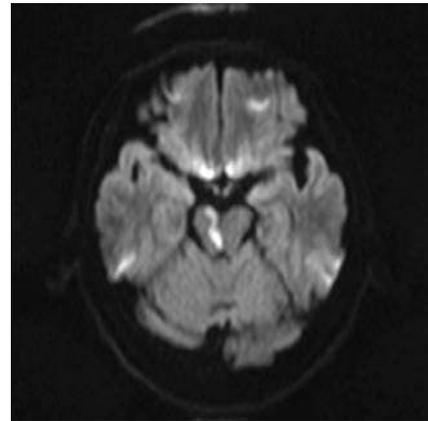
頭部MRI拡散強調画像にて、右の中脳の腹側部から背側部にかけて病巣を認めた
